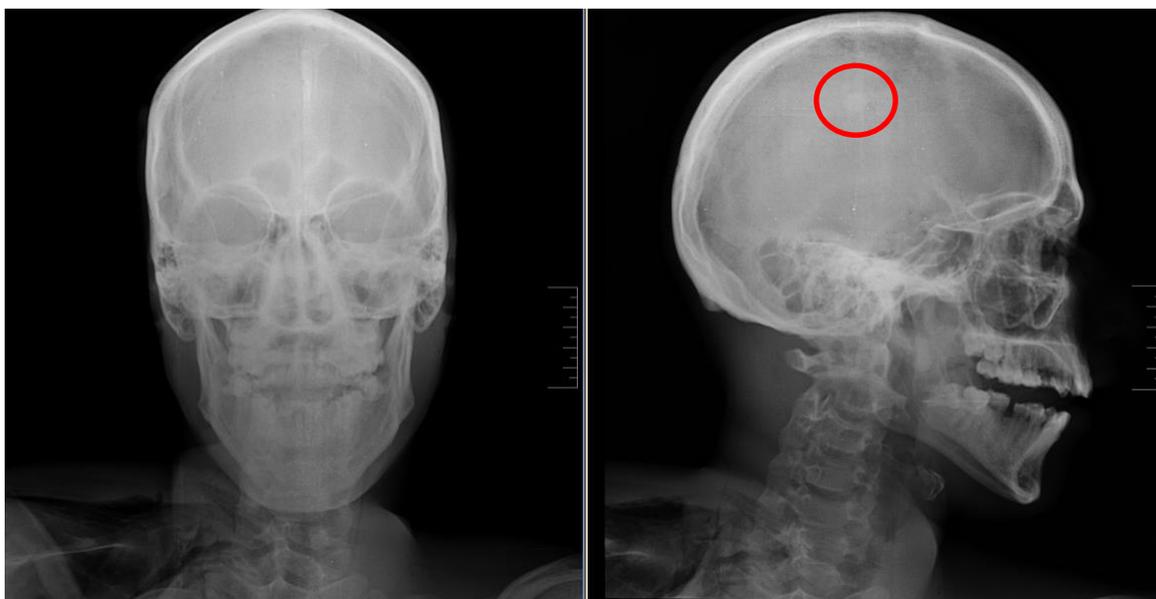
Radiografía anteroposterior y lateral del cráneo para el caso 4 del área de patología forense. El círculo de color rojo documenta donde se evidencia un proyectil de goma.
